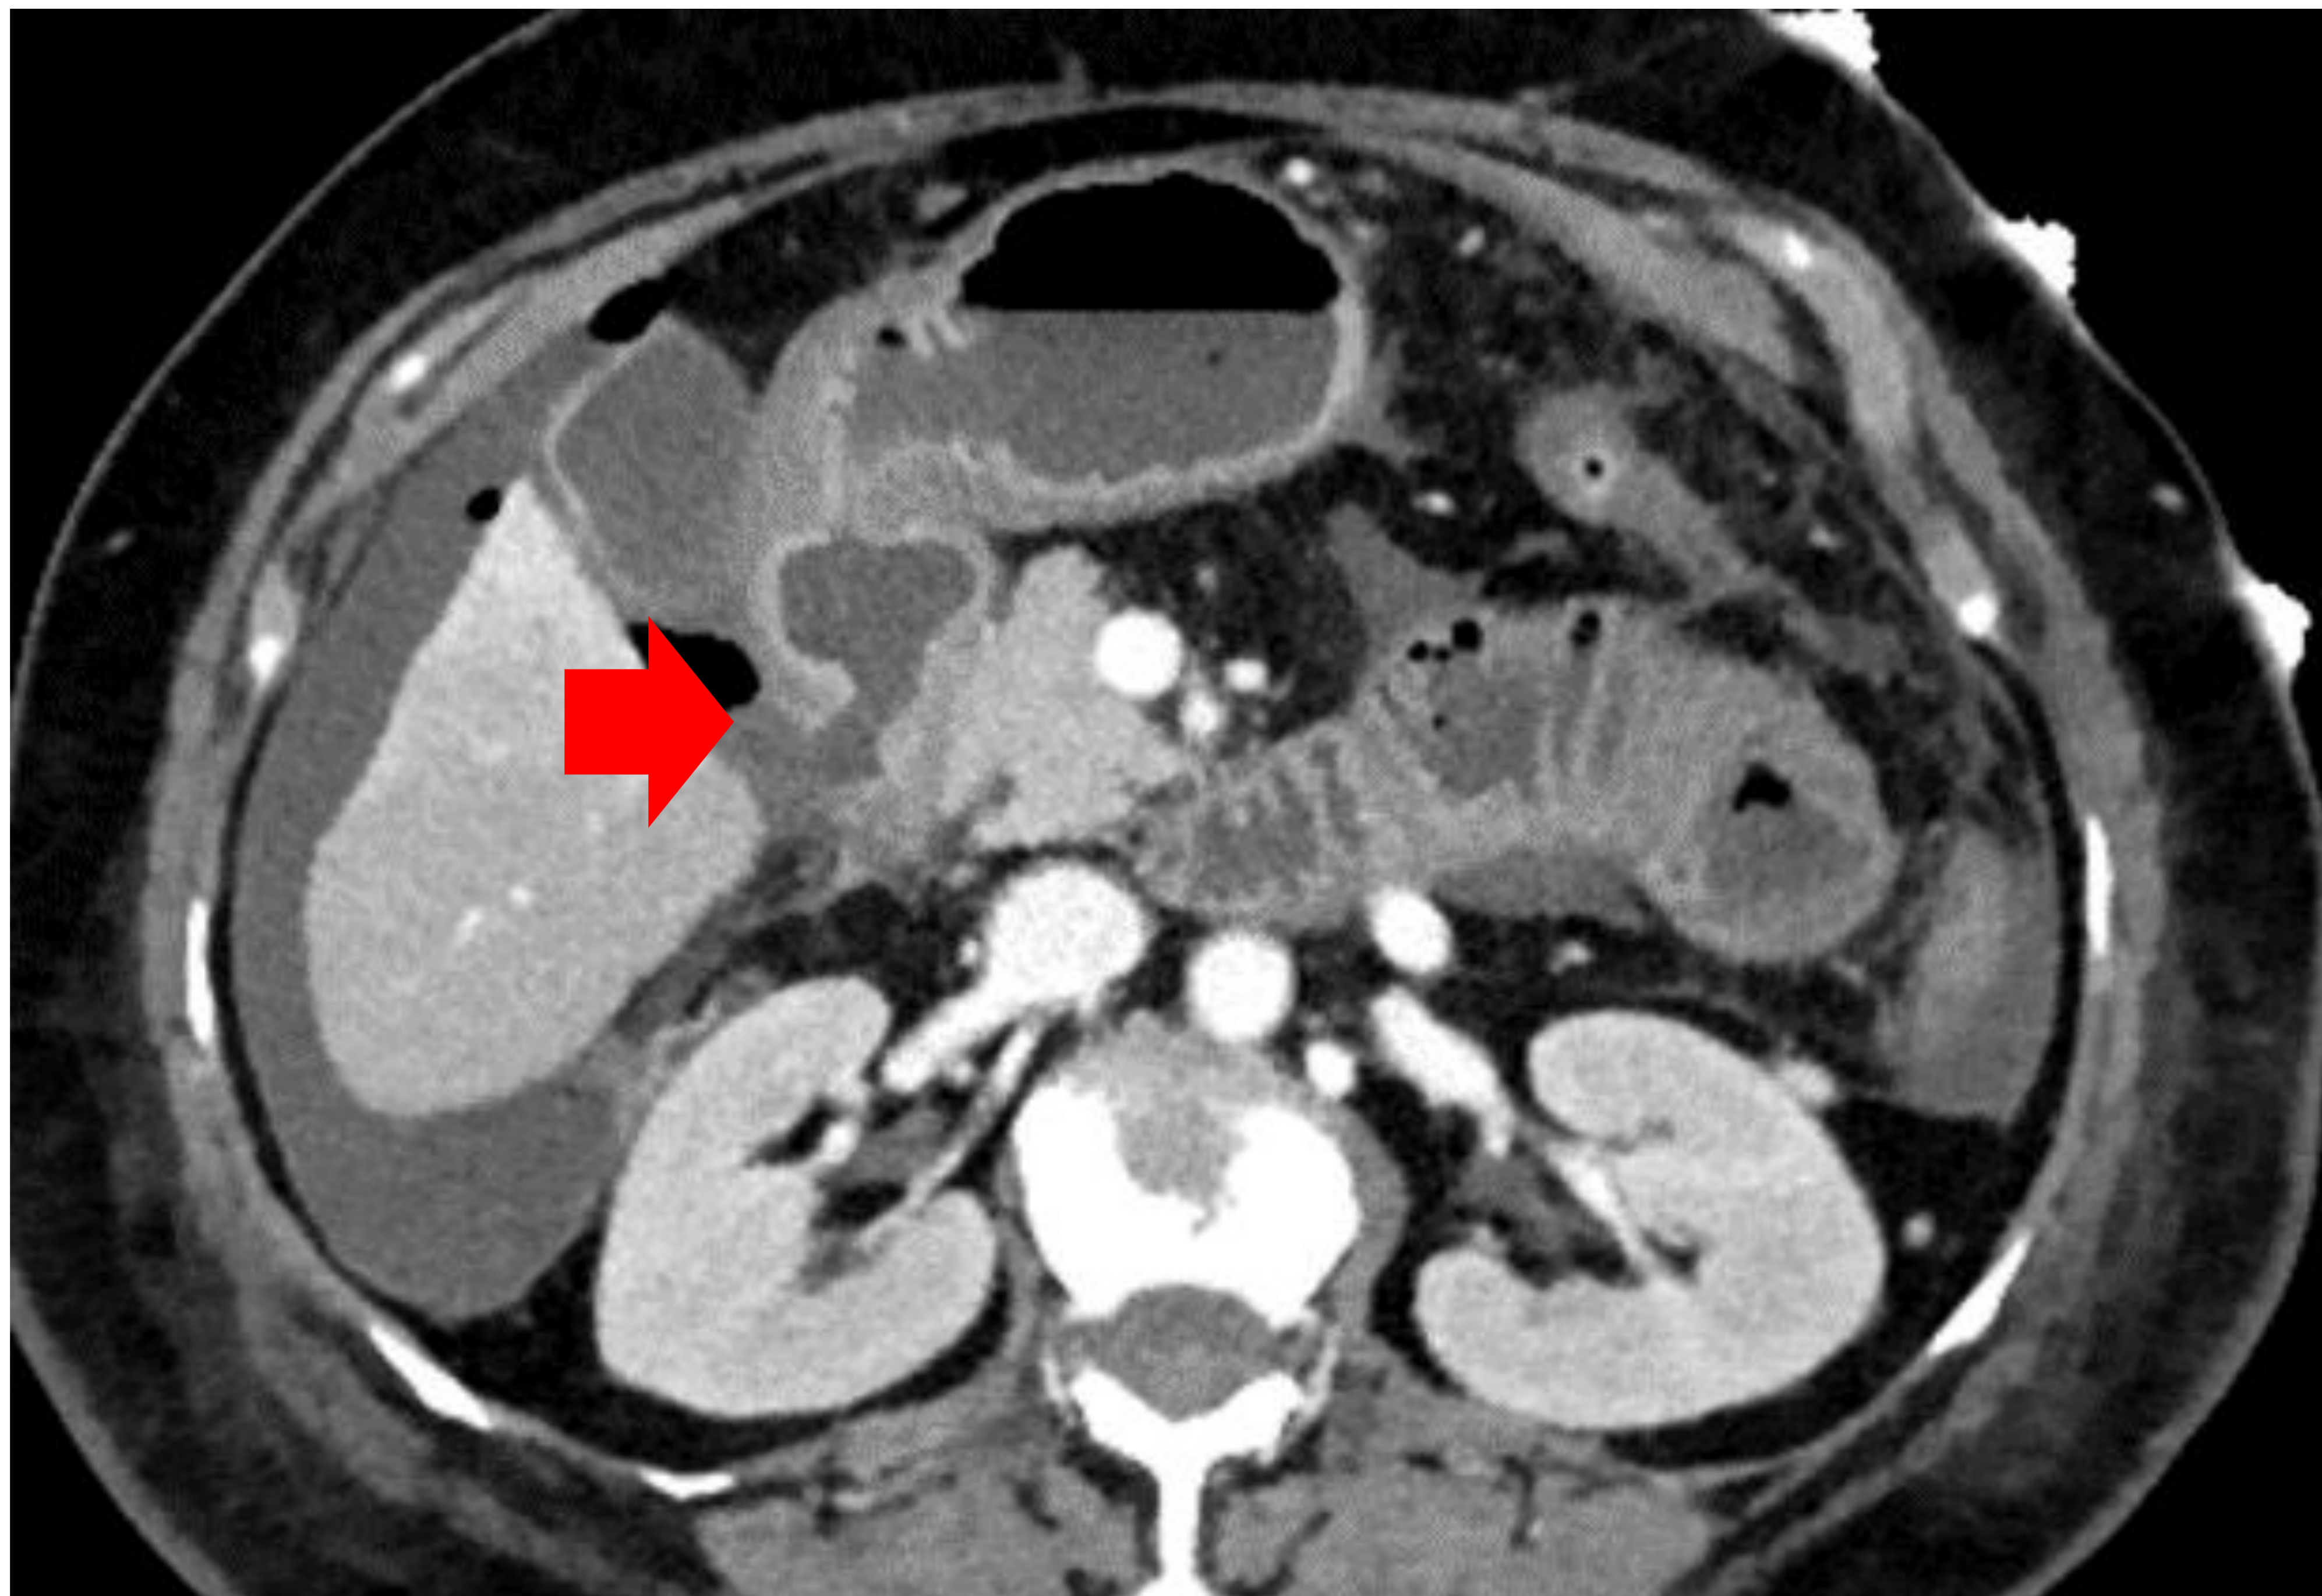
Imagen de TC en fase portal en una pancreatitis del surco donde se evidencia una lesión quística en el surco pancreato-duodenal (flecha)
